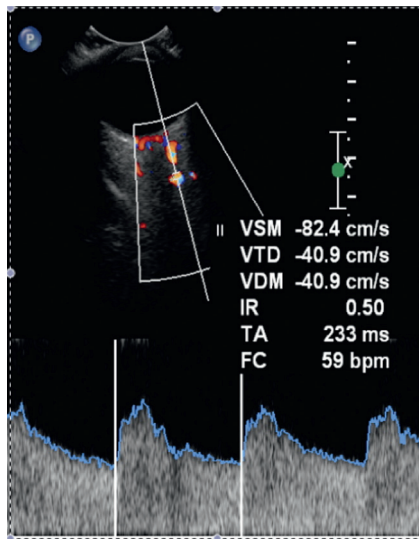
Flux Doppler dans l'artère ophtalmique.
